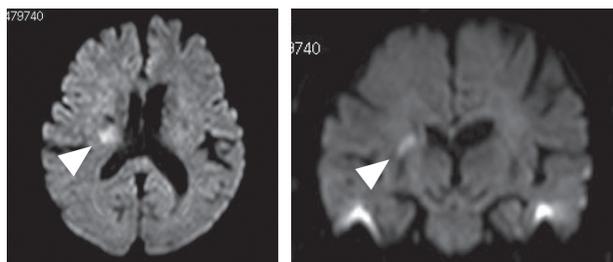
MRI DWI水平断画像 図2-b : MRI DWI前額断画像
